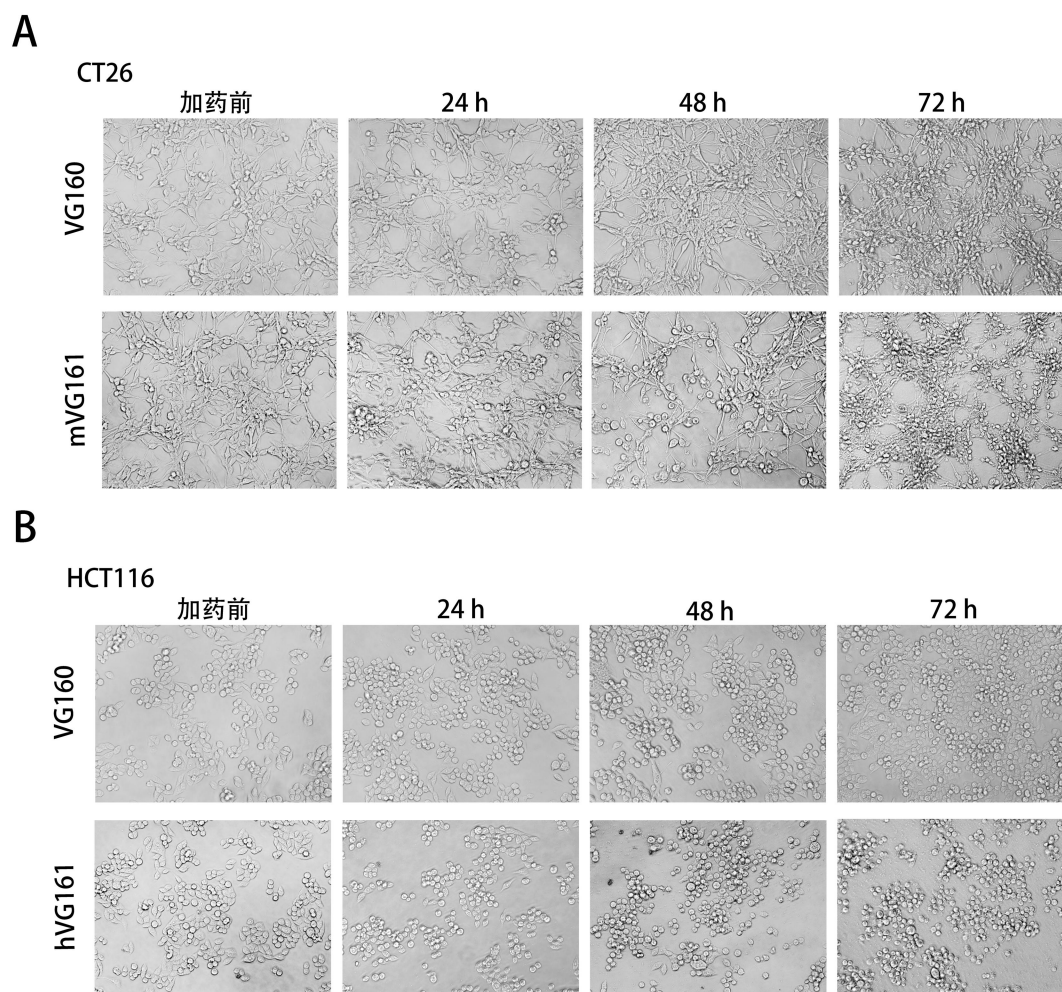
VG160 和 VG161 对 CT26、HCT116 细胞形态的影响 (200×)
